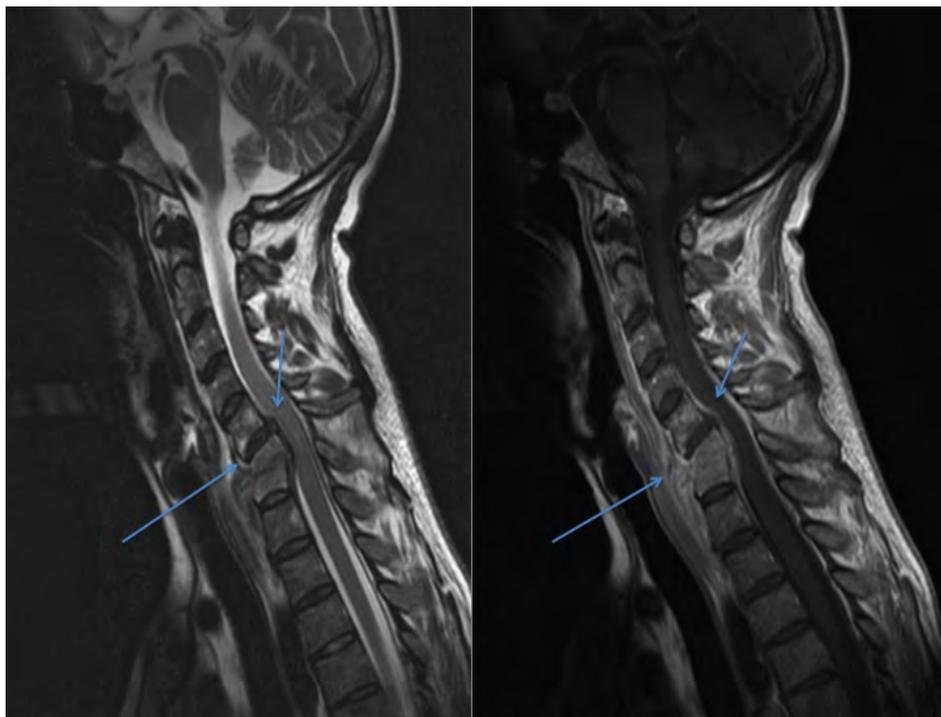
Resonancia magnética ponderada en T2 (izquierda) y T1 con contraste (derecha), que muestra cambios inflamatorios en superficies articulares de cuerpos vertebrales C6-C7 y marcada desestructuración discal en este espacio, en relación con espondilodiscitis que asocia masa epidural y masa de partes blandas prevertebral (flechas). Hernia discal C5-C6.
